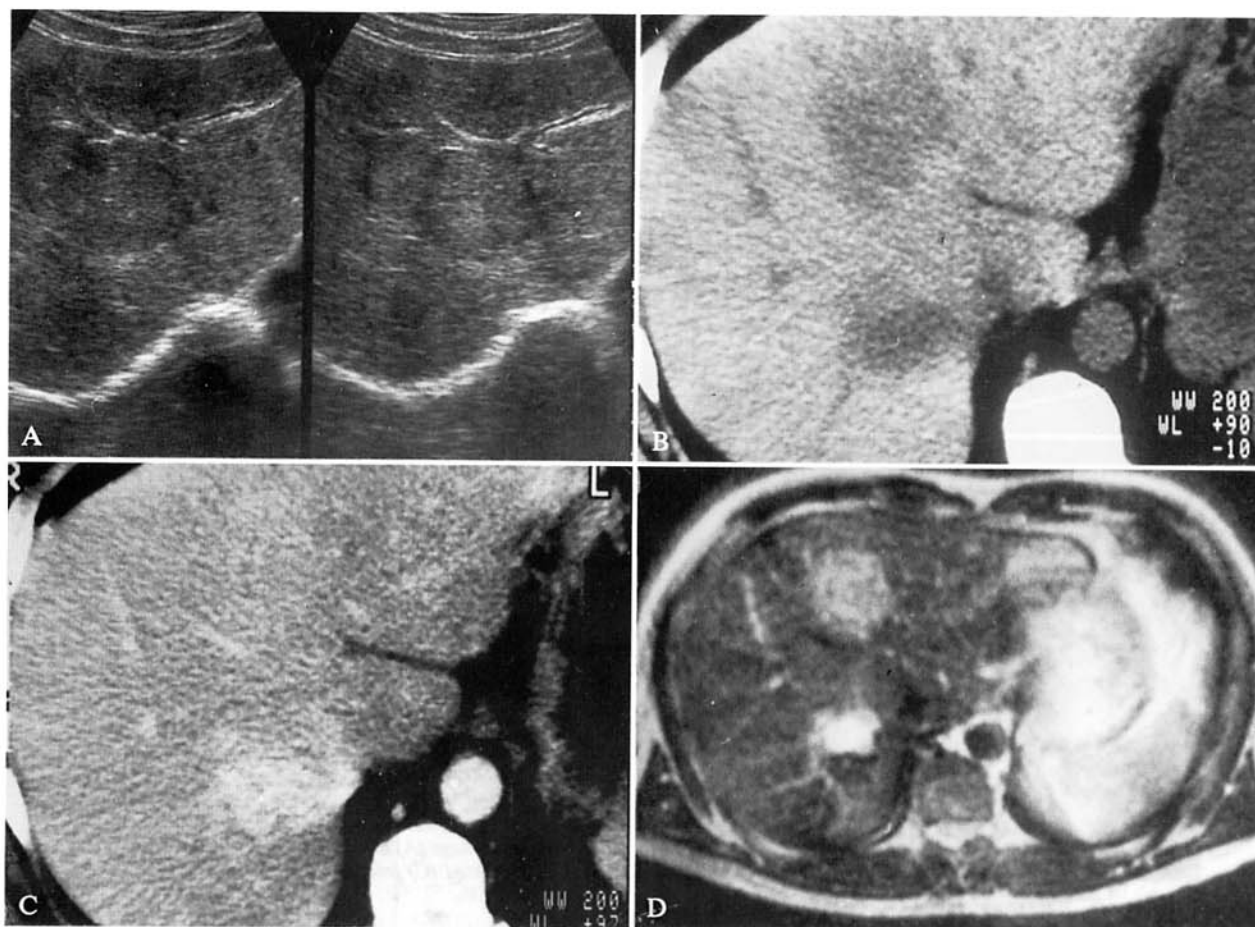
Fibroangioma. A) Scansione ecografica sottocostale ascendente. B, C) Scansioni TC diretta e dopo mdc e.v., tardiva. D) Scansione RM assiale, Spin-Echo (TR 1920/TE 100 ms). L'ecografia (A) e la TC diretta (B) evidenziano duplice lesione focale, con differente comportamento sia alla TC tardiva dopo mdc e.v. (C) sia alla RM (D): il nodulo posteriore ha aspetto tipico per angioma mentre l'anteriore presenta sia minor grado di impregnazione, sia più basso segnale, in relazione alla prevalente componente fibrosa interstiziale (fibroangioma).
